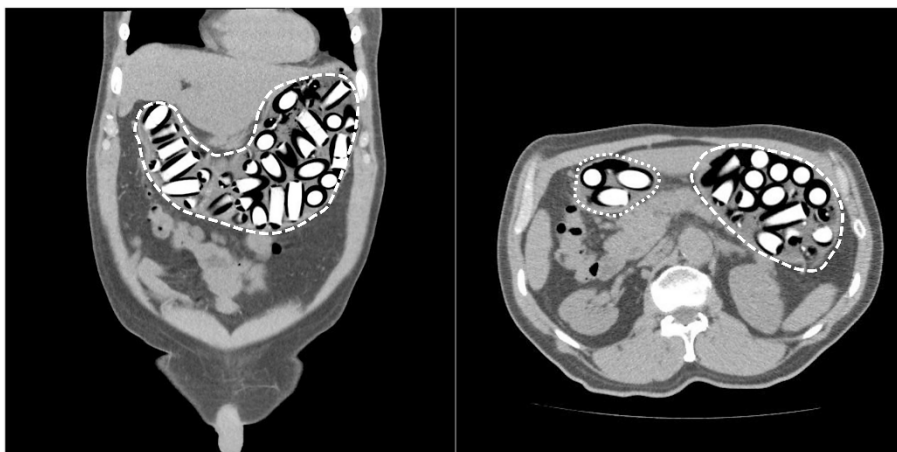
Tomografía computarizada contrastada de abdomen. A la izquierda (corte coronal) se observan imágenes hiperdensas cilíndricas sugestivas de cuerpos extraños en cámara gástrica (línea discontinua). A la derecha (corte axial) se observan cuerpos extraños en el cuerpo gástrico (línea discontinua) y en el antro pilórico sin tránsito hacia el duodeno (línea punteada). Fuente: imágenes captadas por los autores.
